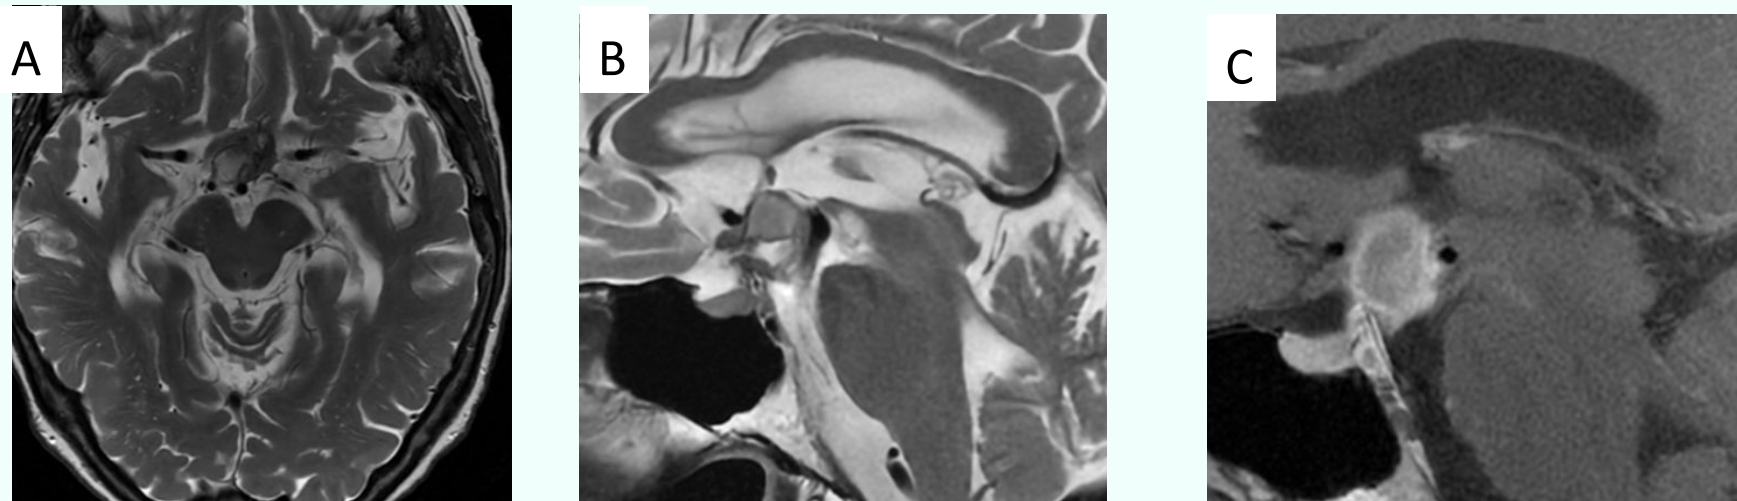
En las imágenes de RM en secuencias T2 axial (A) y sagital (B) se aprecia una masa supraselar sólido- quística. En la secuencia T1 post-contraste (C) se identifica captación de las paredes del quiste.
